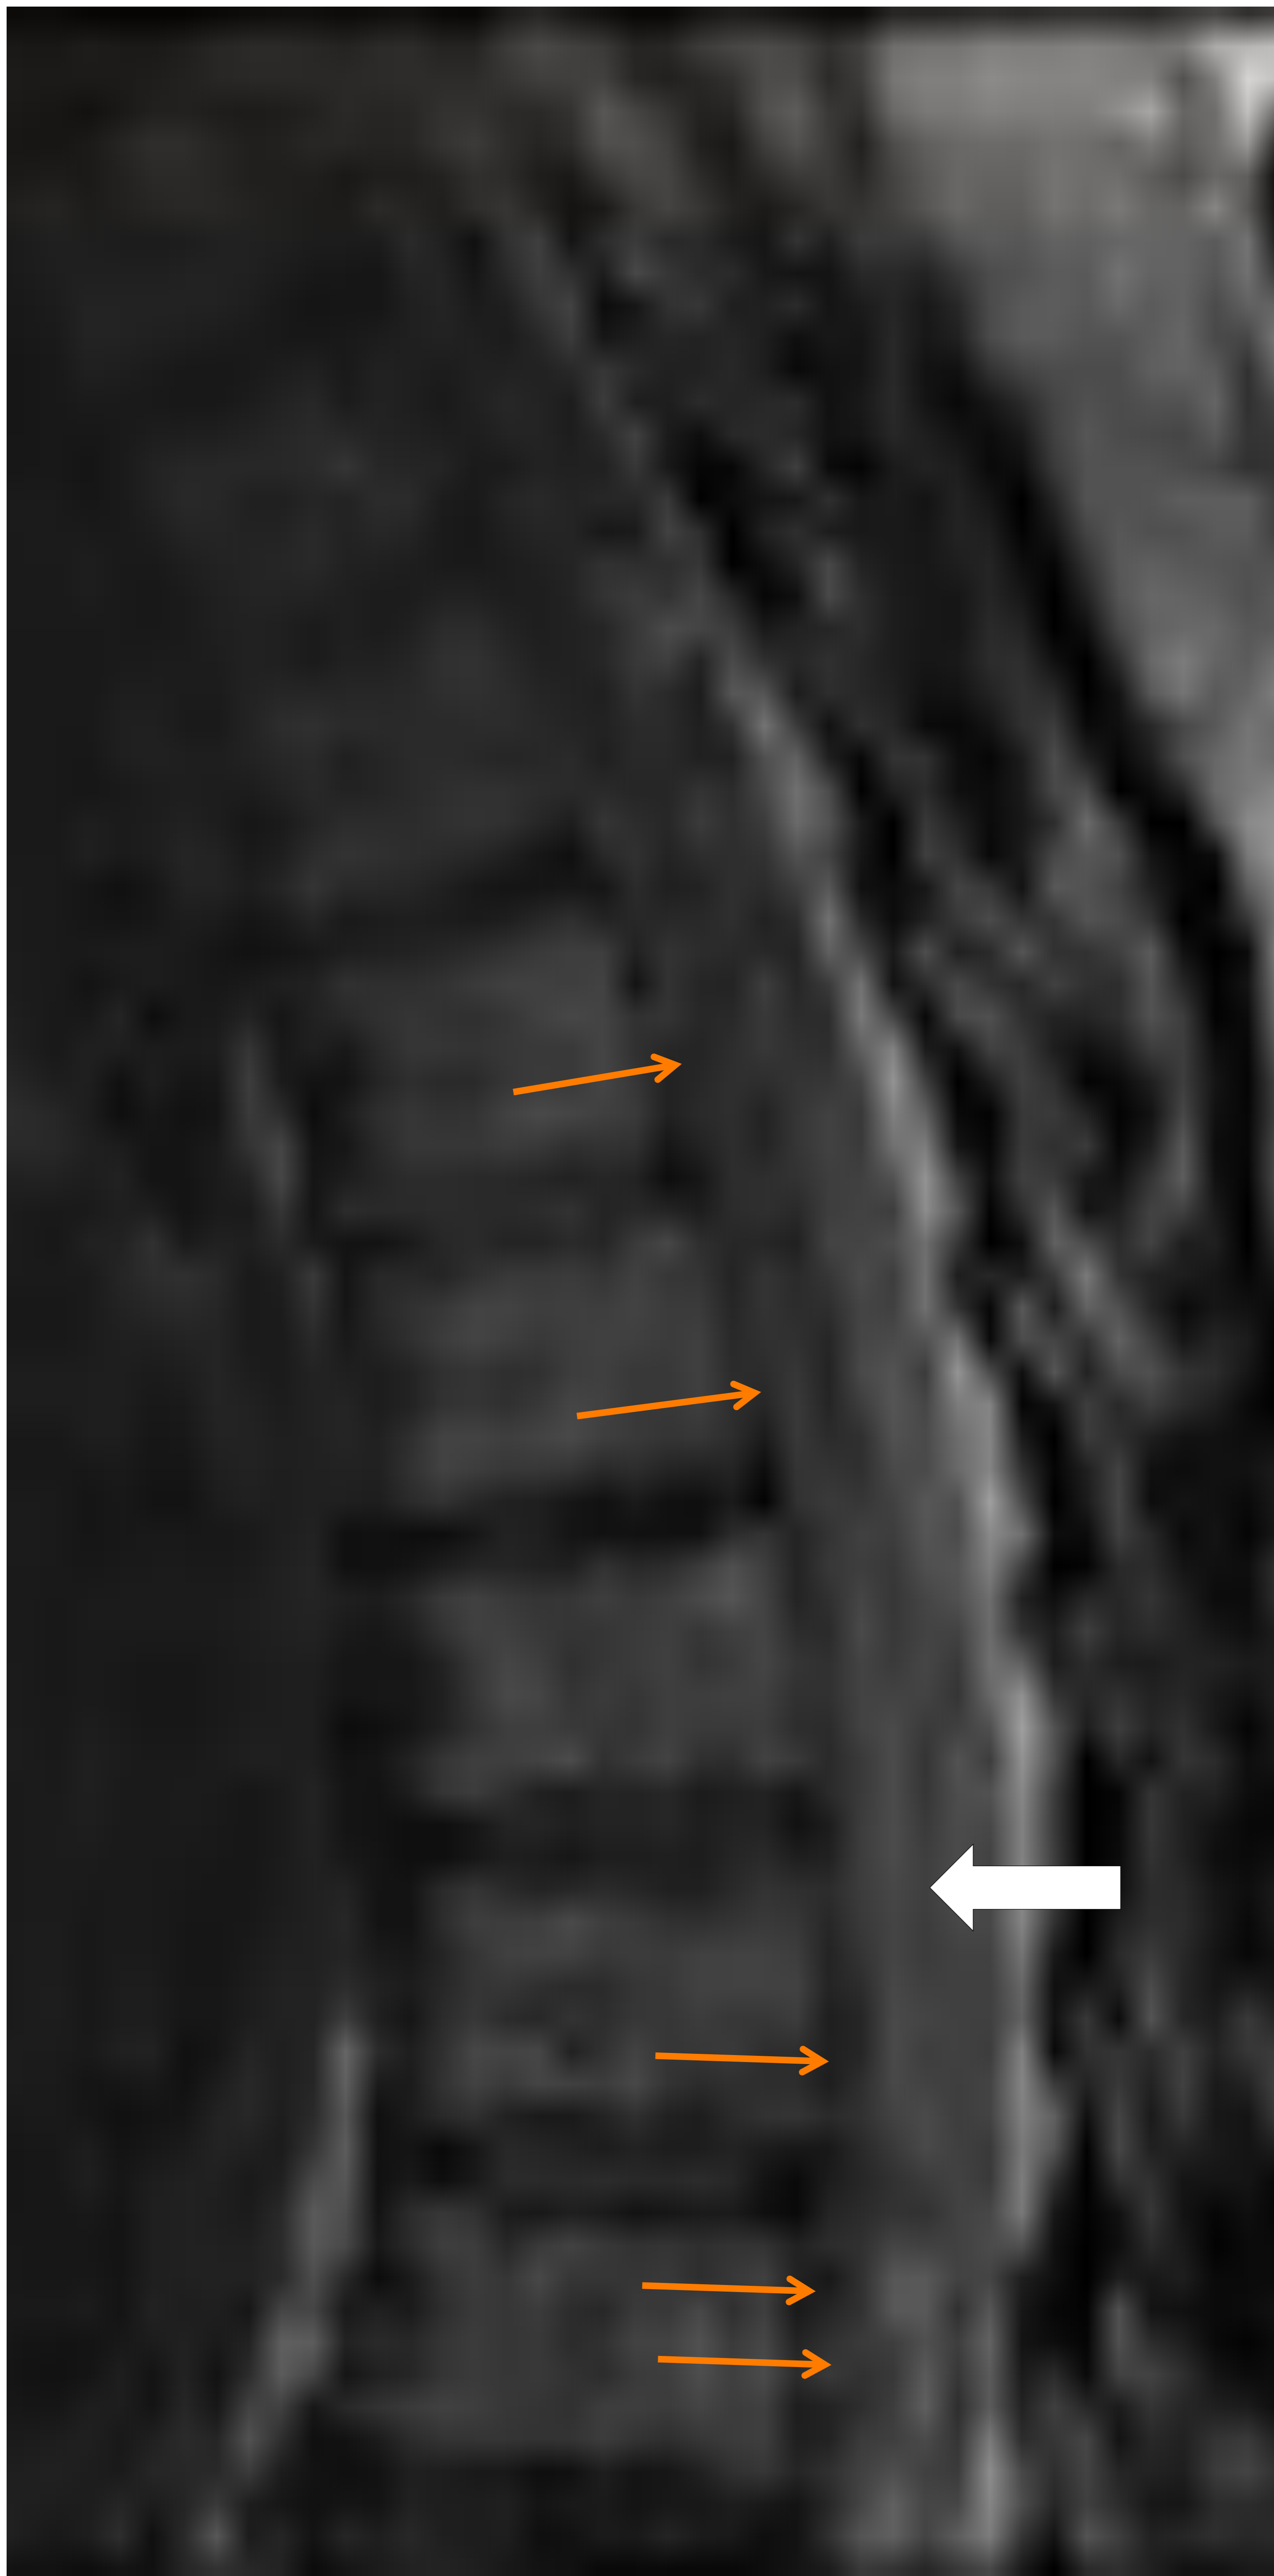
FAVDM en paciente que presentaba desde hacía 4 años una mielopatía progresiva en extremidades inferiores y que actualmente acude por afectación esfinteriana. RM de columna dorsal en plano sagital 1.a Secuencia ponderada en T2 y 1.b Secuencia ponderada en STIR que muestran una importante hiperintensidad de señal en el cordón medular con ensanchamiento del mismo desde T6 hasta T11 (Flecha blanca). Se aprecian además múltiples vacíos de señal en el conducto raquídeo a nivel intradural, en relación con venas perimedulares dilatadas y de morfología tortuosa (Flechas naranjas).
